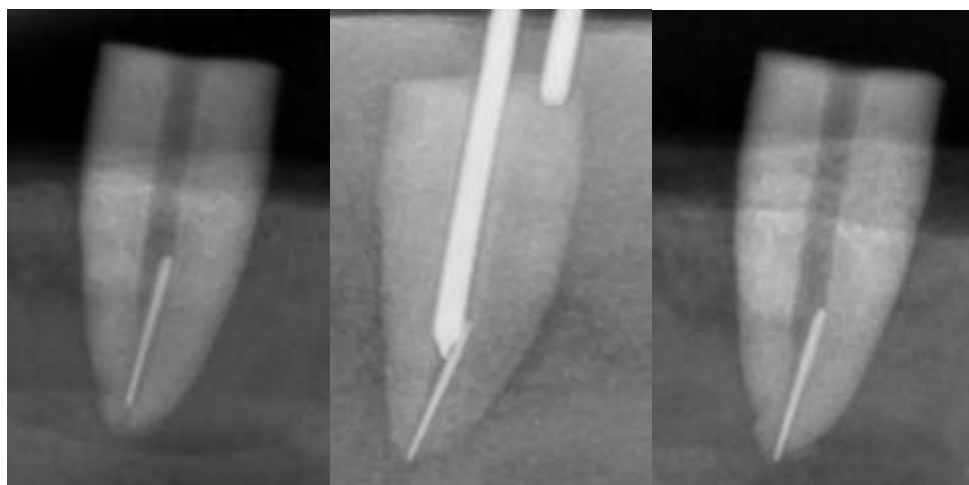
Radiografías digitales.
